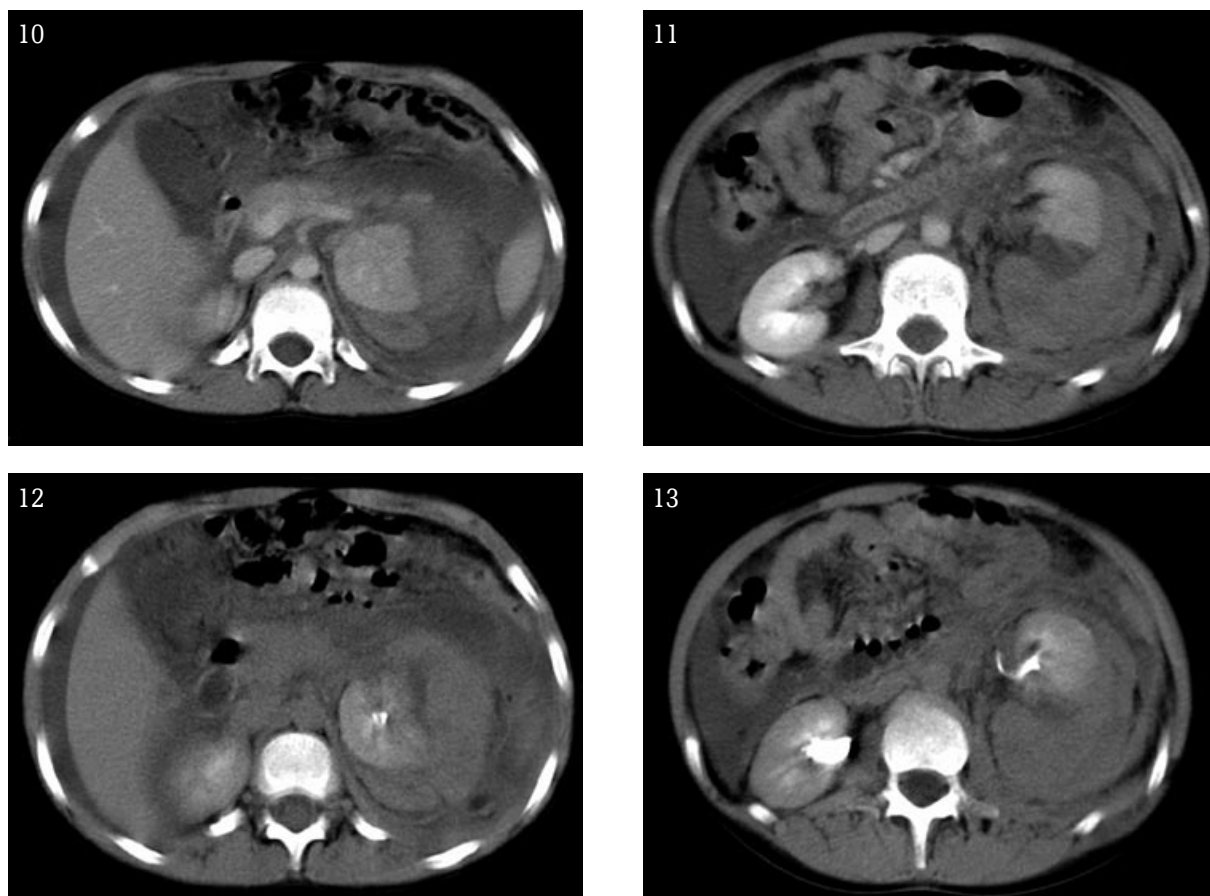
CT K.K., an 11-year-old girl – fell down. Subcapsular hematoma. I.v. contrast enhanced and delayed (10 min.) scans.
